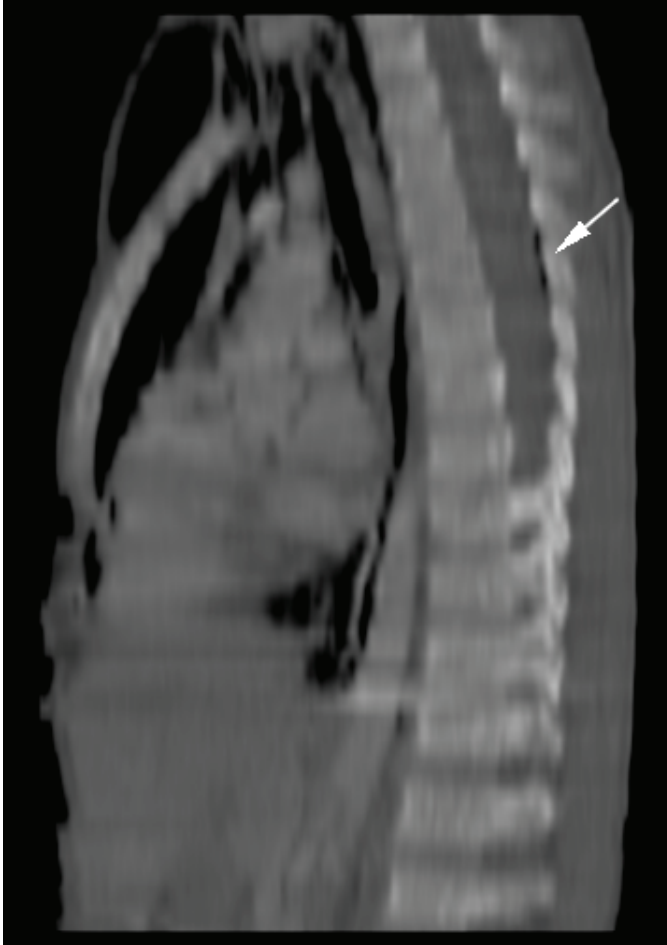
Toraks BT'de pnömomediastinum ve pnömoraji (beyaz ok) görüntüleri. Ayrıca sternal bölgede deri altı yaygın amfizemi bulgusu (beyaz ok)
